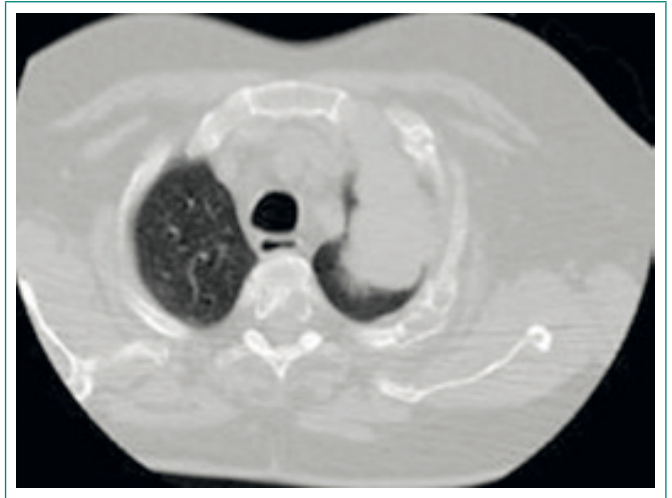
Imagen de TC de tórax: masa apical derecha
